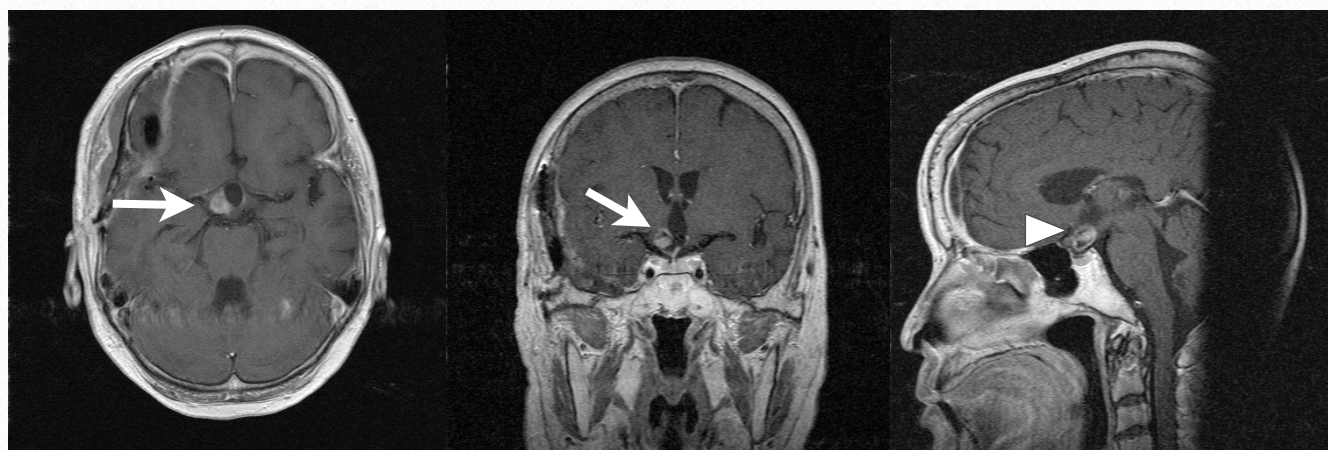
症例8・術後頭部MRI：腫瘍の一部が残存したが（→）、容積は縮小し、視交叉の圧迫も改善された（△）。髄液漏は観察されなかった。
